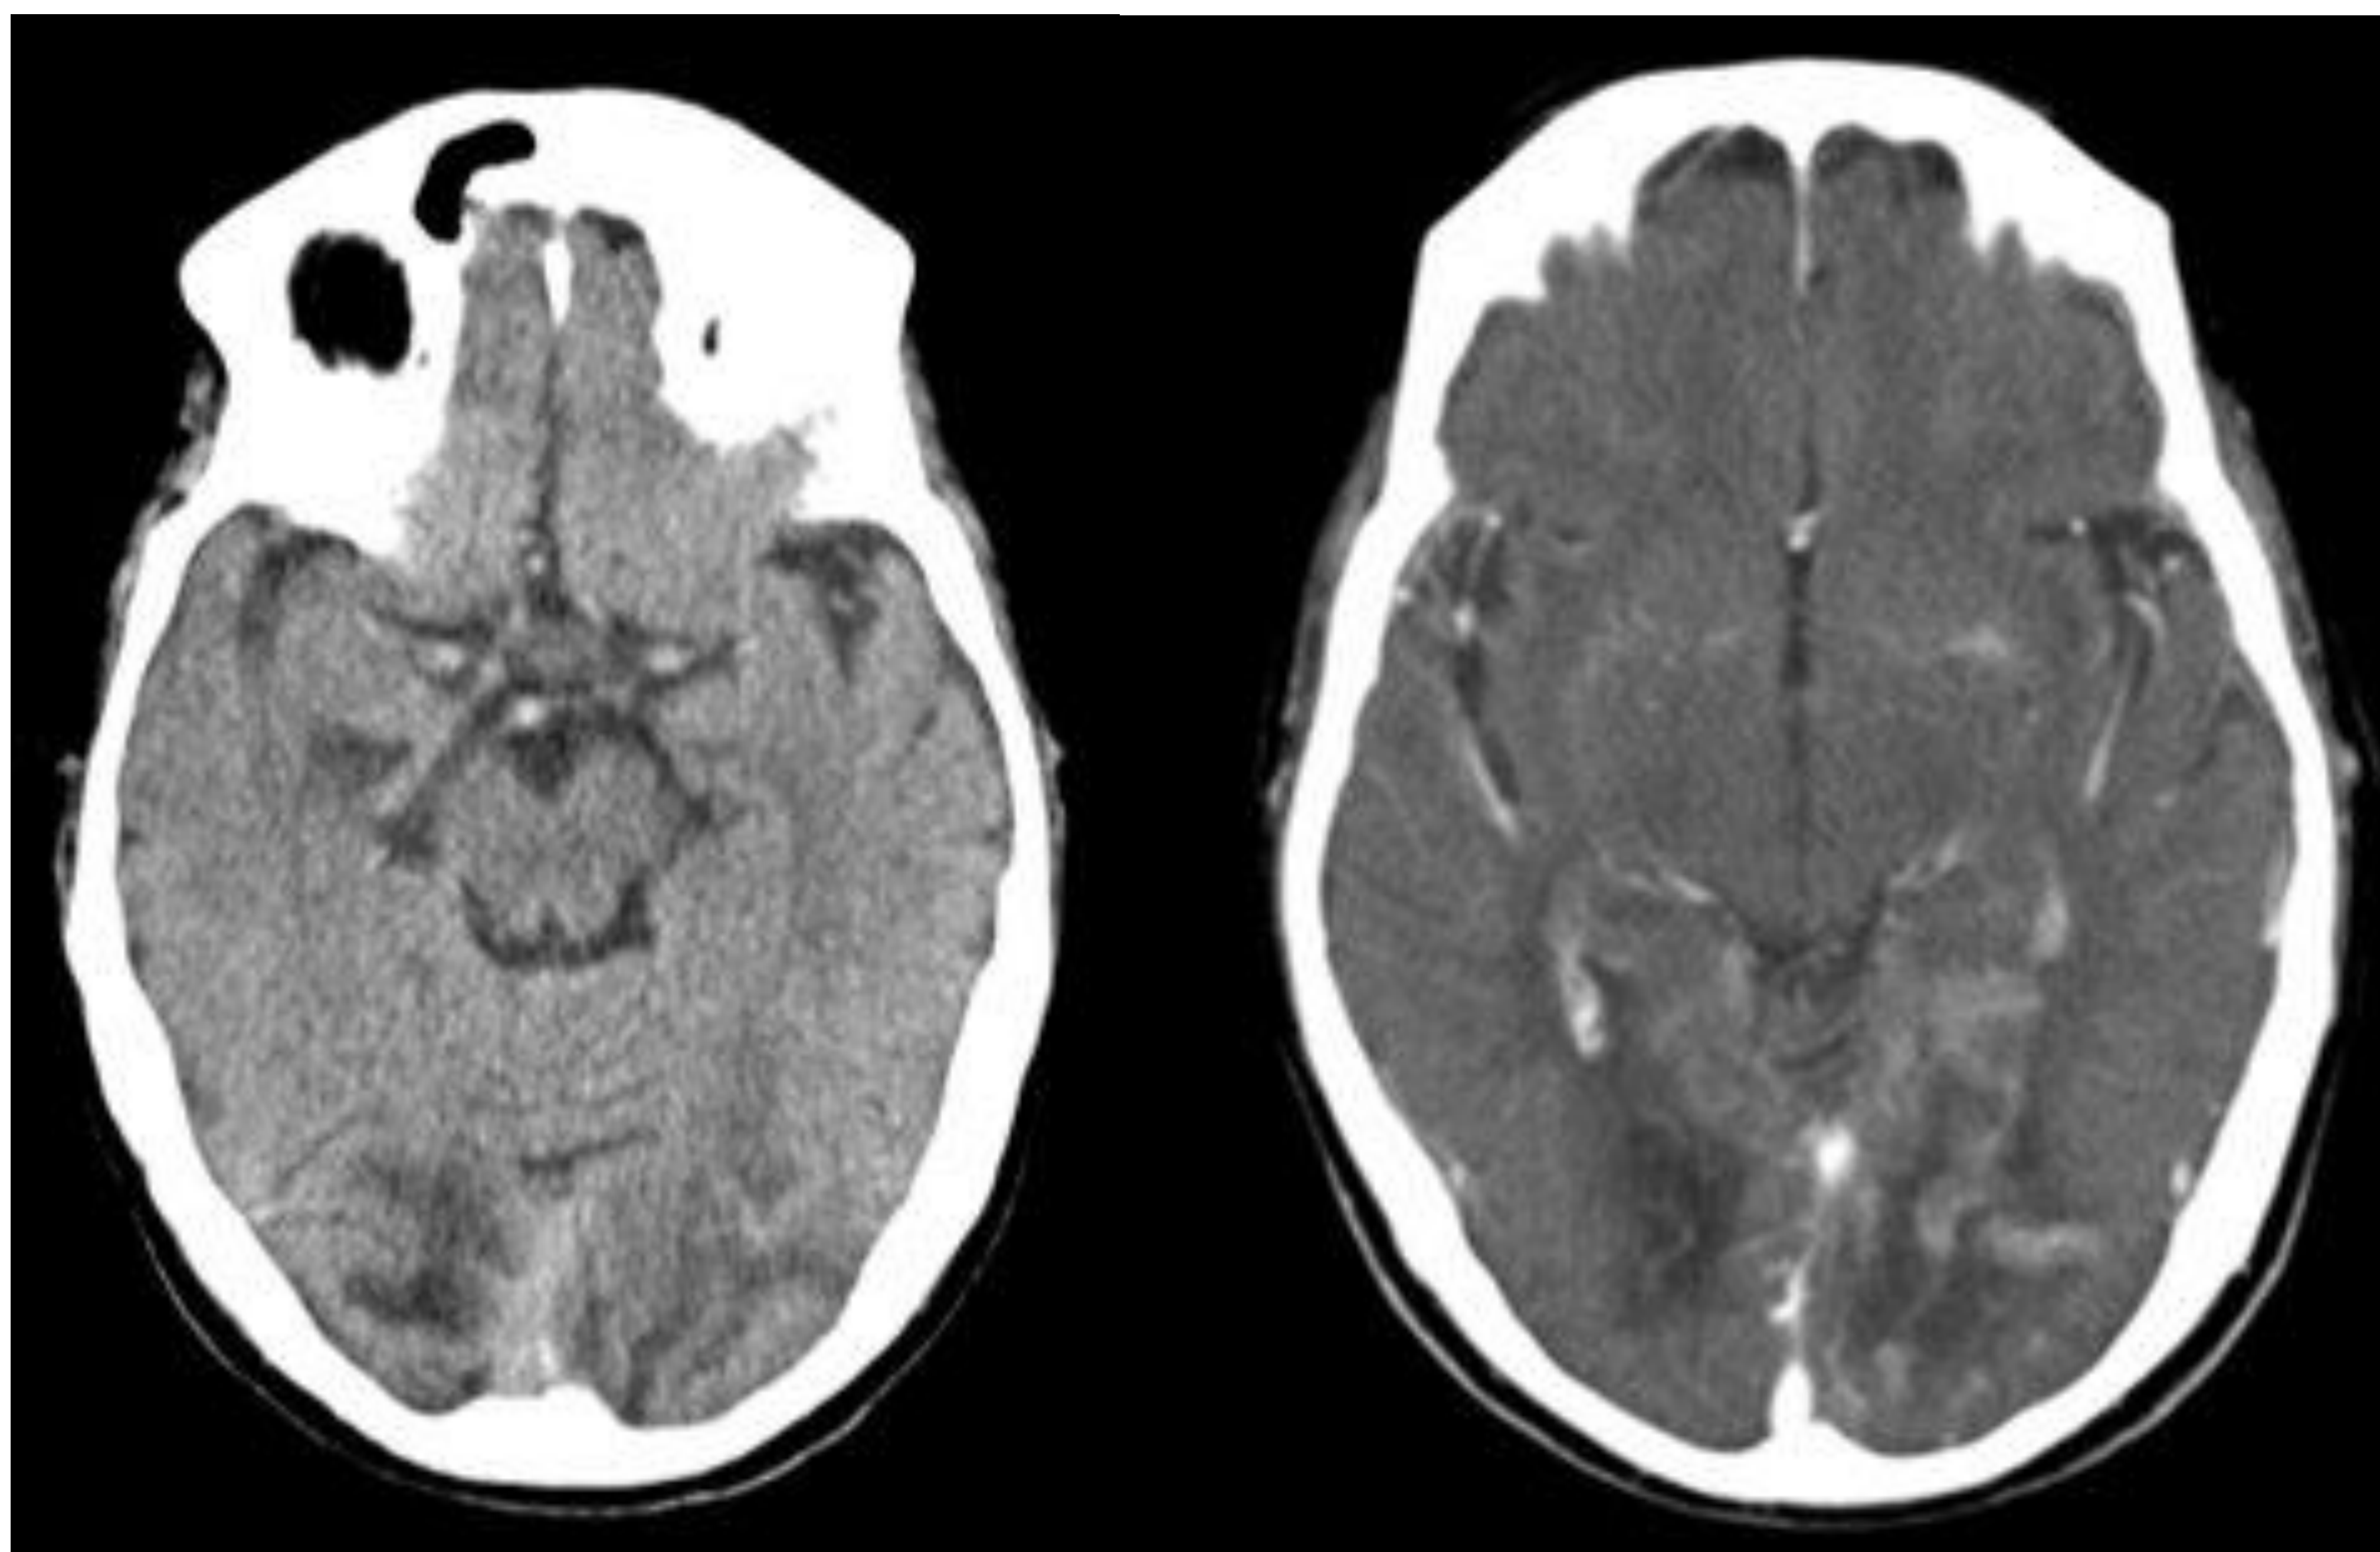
En el estudio de TC sin contraste se identifican áreas de hipodensidad de localización occipital bilateral, compatible con edema vasogénico con patrón digitiforme.
